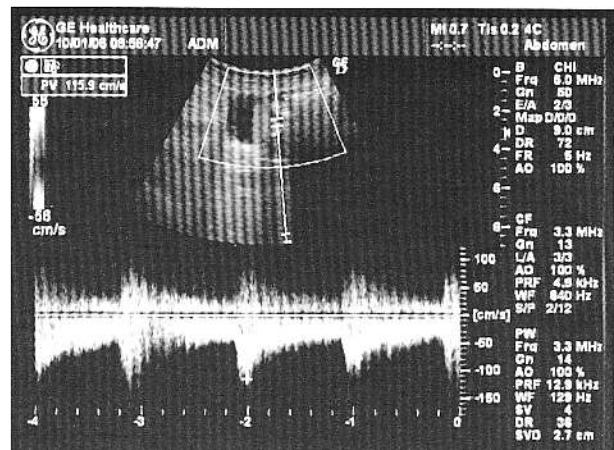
Vizualizarea prin Doppler spectral a arterei renale stângi situată în continuarea formației anevrismale.
